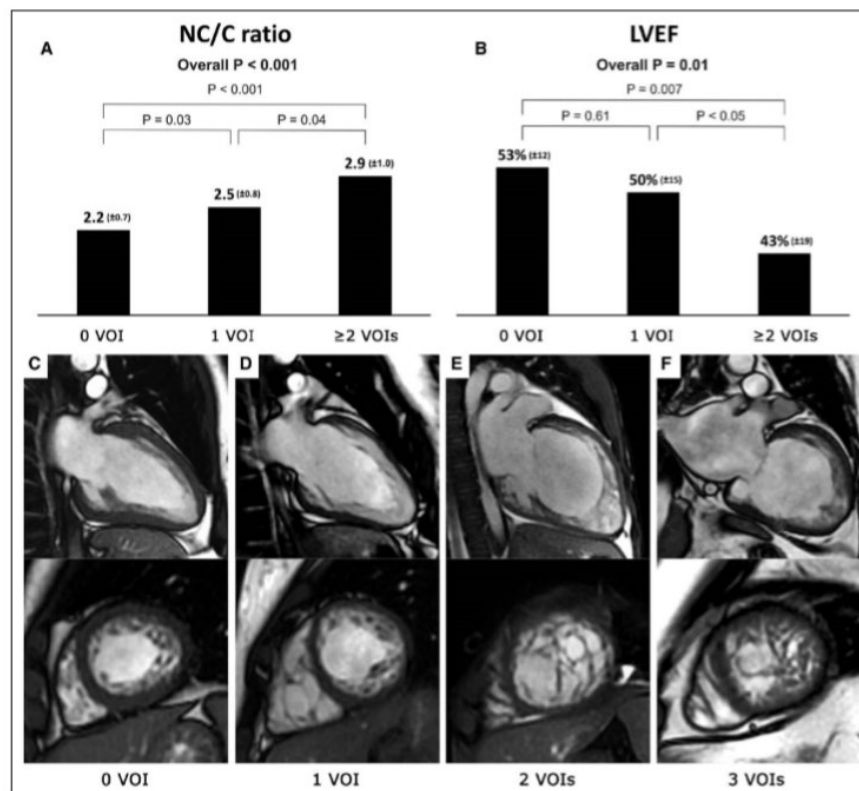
Влияние количества мутаций на величину соотношения компактного и некомпактного слоя (А) и ФВ ЛЖ (В); МР-томограммы четырёх пациентов, демонстрирующие увеличение некомпактного слоя с увеличением числа обнаруженных мутаций (С-Ф)
